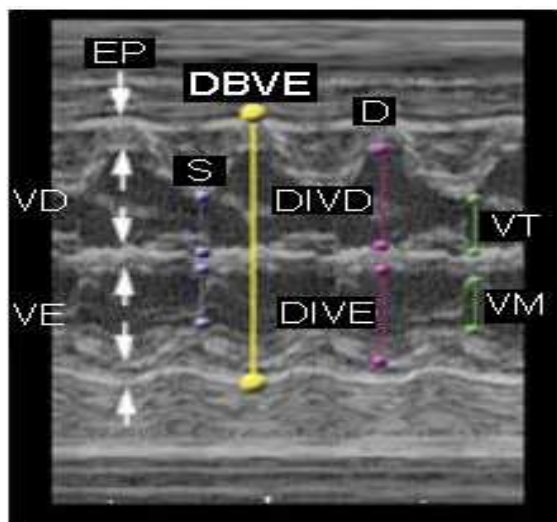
Traçado obtido por ecocardiografia fetal no modo M, com o cursor posicionado no nível das valvas atrioventriculares.
